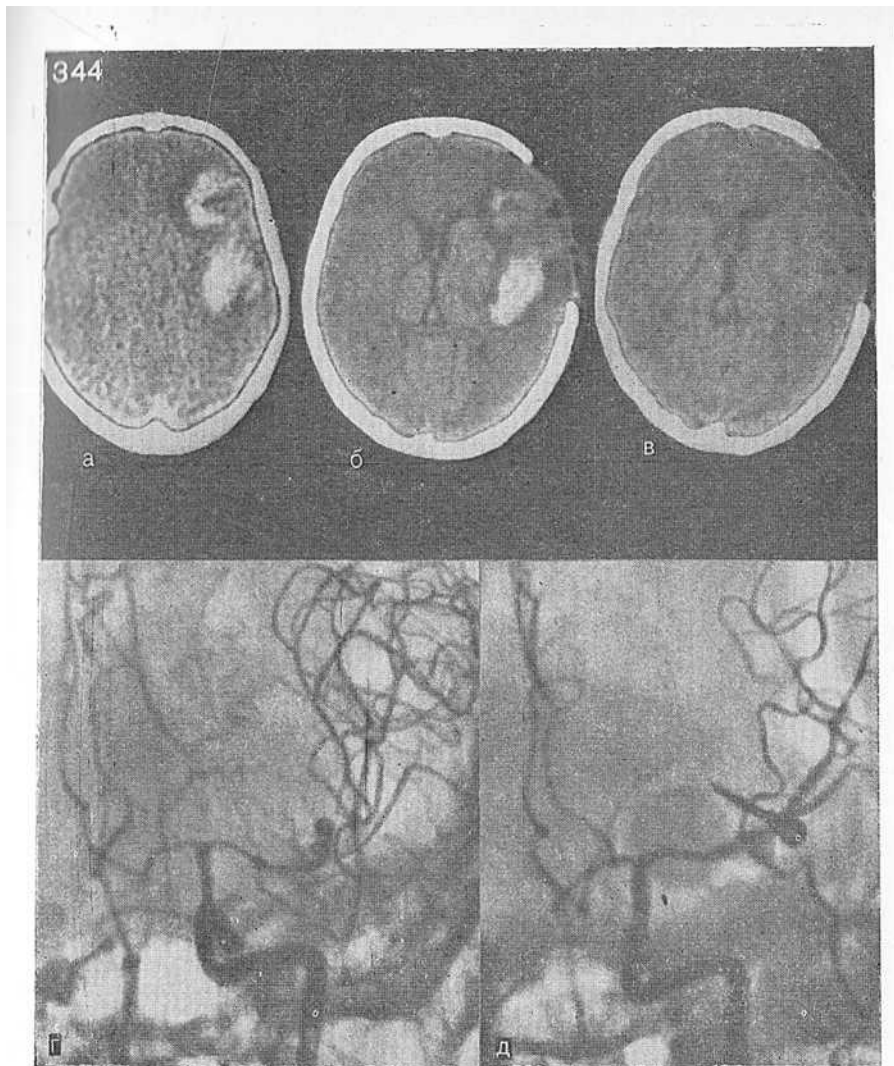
Динамика при КТ у больного с кровоизлиянием в левую лобно-височно-теменную область (а) из мешоччатой аневризмы средней мозговой артерии слева (г). Частичное удаление внутримозговой гематомы и костного лоскута (б). Через 2 нед. тотальное удаление гематомы и клипирование шейки аневризмы (в, д).
